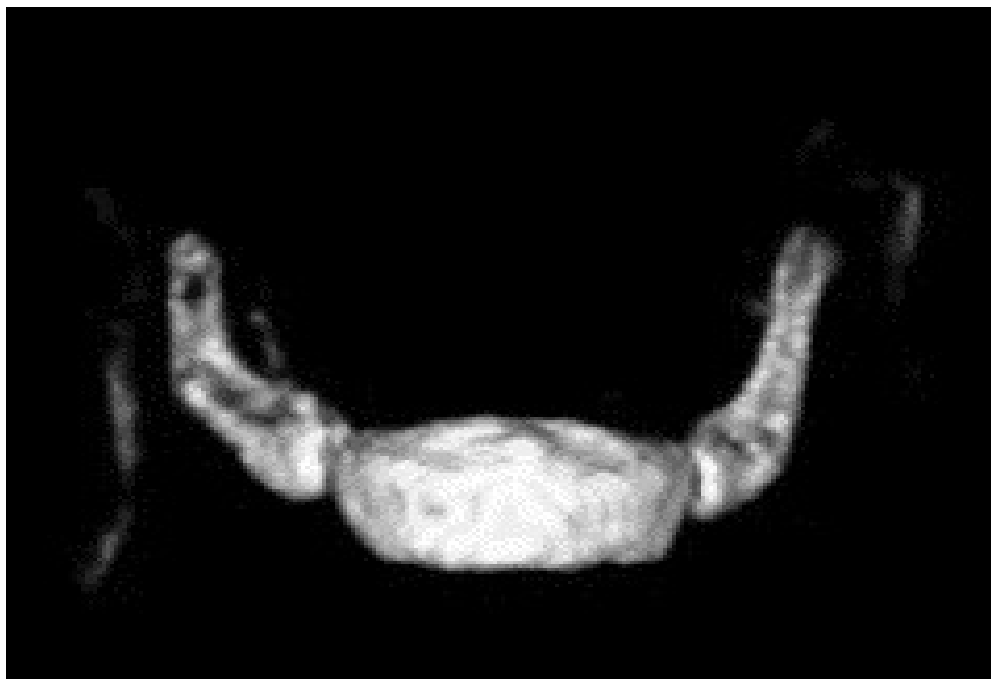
Reconstruction tomographique 3 D. Vue frontale antérieure [16].
